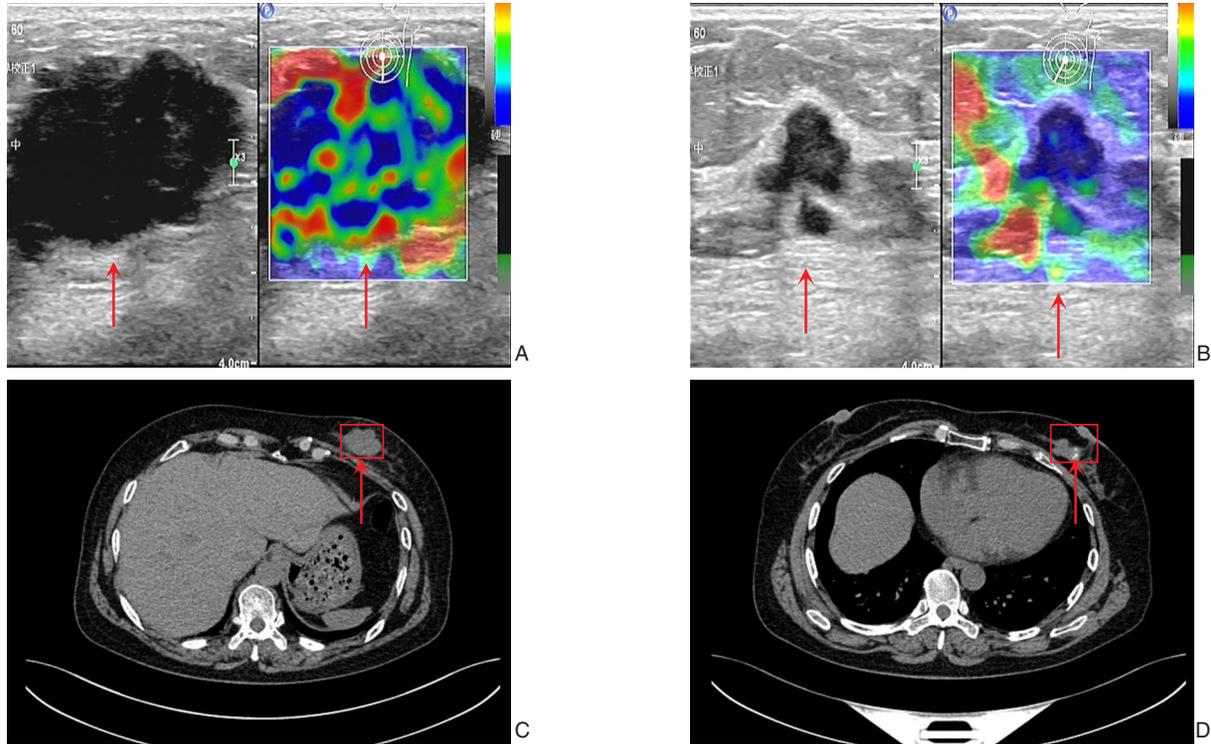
影像学资料 A: 左乳6点钟肿物超声像 (BI-RADS 4C); B: 左乳7点钟肿物超声像 (BI-RADS 4C); C: 左乳6点钟肿物胸部CT图像; D: 左乳7点钟肿物的胸部CT图像
